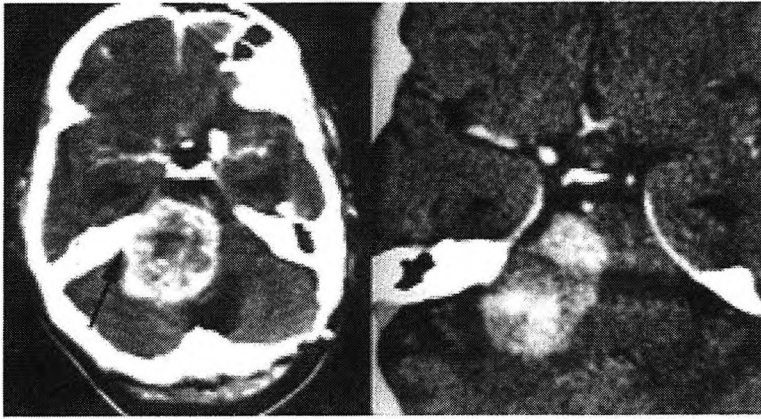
A la izquierda TAC de un neurinoma del VIII par. A la derecha TAC de un meningioma del APC. Las imágenes son muy parecidas y el diagnóstico a veces difícil. El meningioma suele presentar una mayor densidad y captar el contraste con más intensidad. El dato diferencial de más valor es la dilatación del foramen auditivo interno (flecha) que únicamente tiene lugar en caso de un neurinoma del VIII par.
